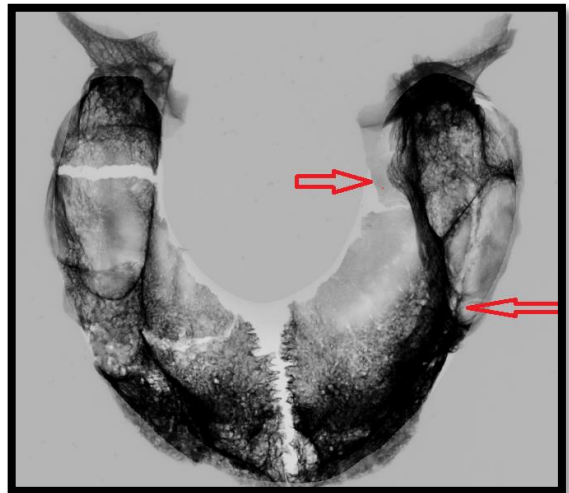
Radiografia do maxilar superior do indivíduo 2767 com alterações de infecção do seio maxilar. Setas apontam a região das alterações.
